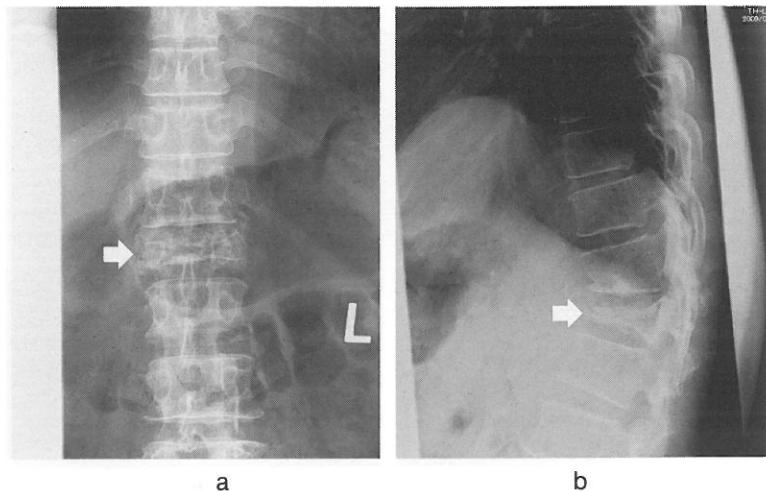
単純X線正面像(a), 側面像(b):圧迫骨折の部位(矢印).
